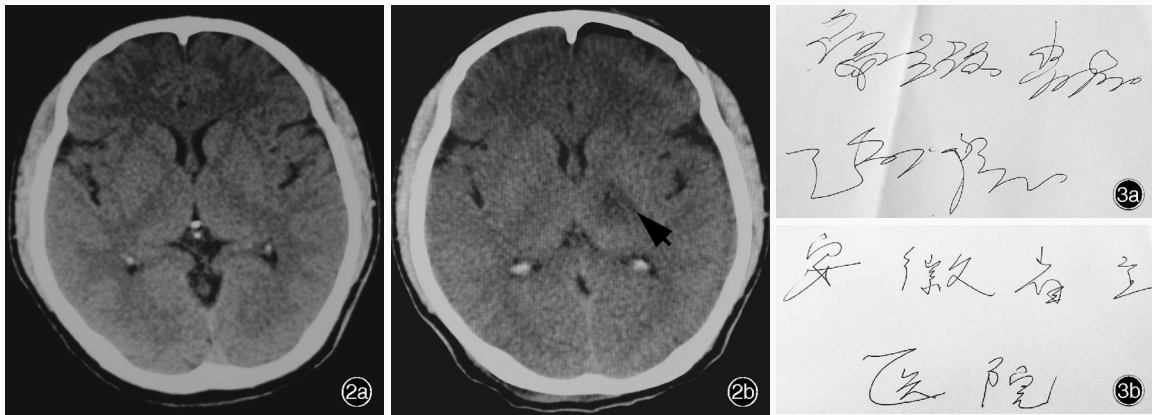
手术前后头部 CT 检查所见 2a 术前未见明显异常 2b 术后可见丘脑腹中间核定位准确(箭头所示) 图 3 手术前后书写的“安徽省立医院”字迹 3a 术前书写的字迹 3b 术后书写的字迹
